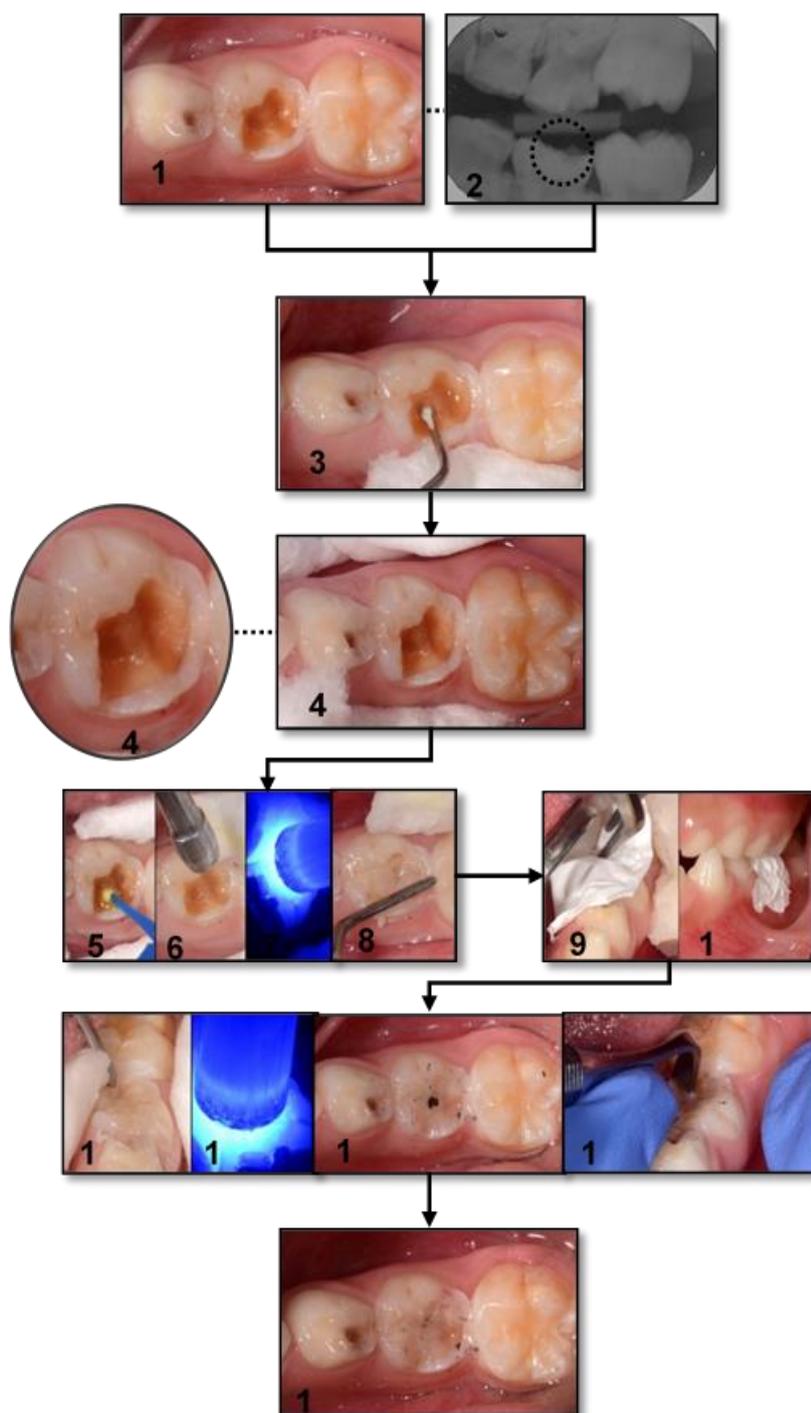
ART e restauração com Bulk-Fill, protocolo BF. A fotografia inicial (1) e a radiografia interproximal (2) mostram presença de lesão de média profundidade classe I. Após remoção de dentina cariada com a técnica ART (3), lavagem e secagem da cavidade com algodão (4 e 4A), iniciou-se o protocolo restaurador com a aplicação de Single Bond Universal (3M ESPE) (5), jato de ar por 5 segundos (6) e fotopolimerização por 20 segundos (7). O material restaurador foi inserido em incremento único e adaptado na cavidade com o uso do esculpido do kit ART (Duflex) (8). Após recobrimento da restauração com fita PTFE (9), o paciente foi orientado a ocluir para possibilitar escoamento de possíveis excessos (10), que eram removidos (11) antes da fotopolimerização final (12). Foi realizada checagem oclusal (13), que evidenciou necessidade de ajuste (14) e a restauração foi finalizada (15).
